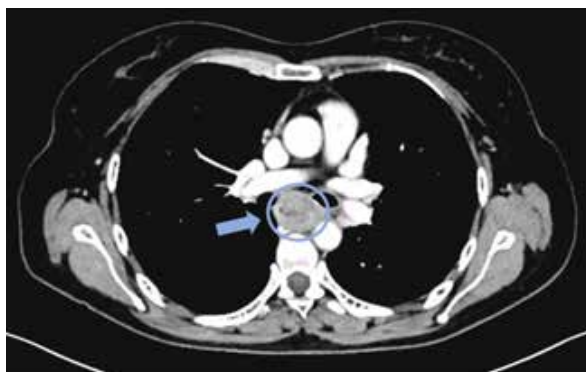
Tomografía de tórax con contraste, en corte axial, donde se observa engrosamiento mural de esófago (flecha), compatible con lesión neoplásica del tercio medio del esófago.
